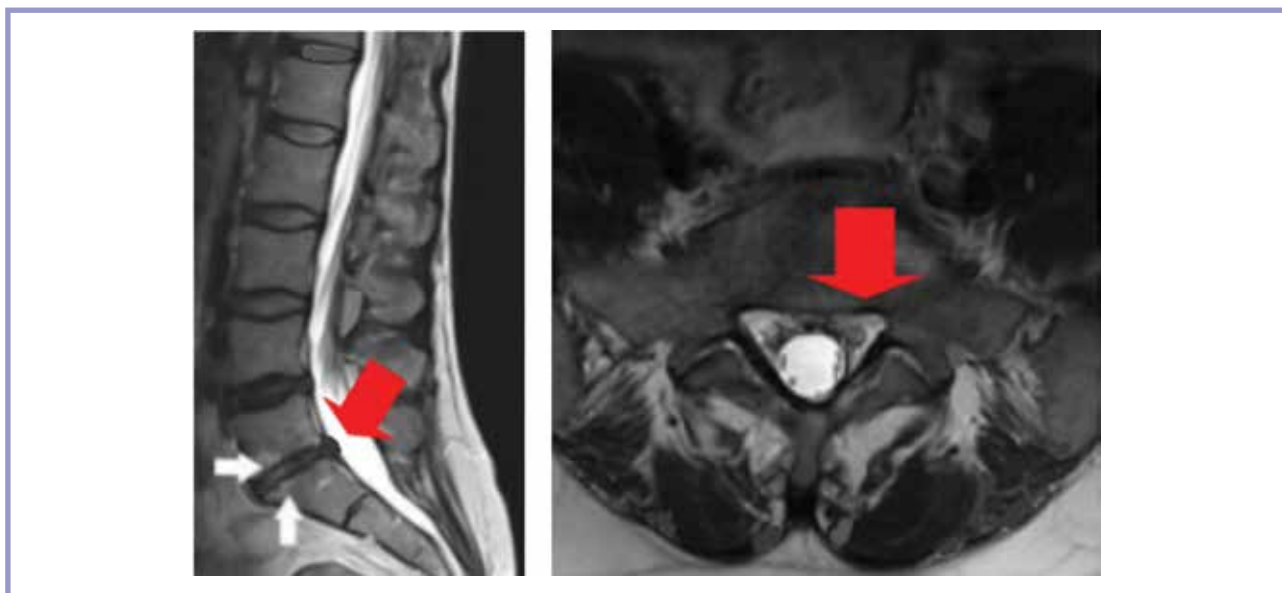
МРТ пояснично-крестцового отдела (сагиттальная и аксиальная проекции) спустя 11 мес.
